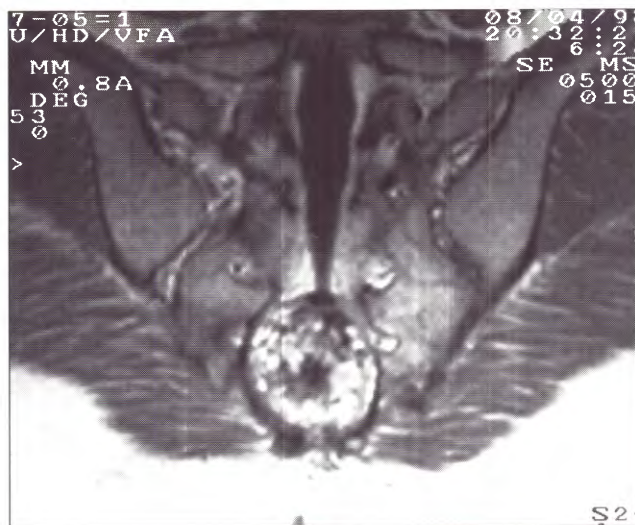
IRM postoperatoria que muestra la falta del quiste y la presencia del tejido adiposo dejado en su lugar.
